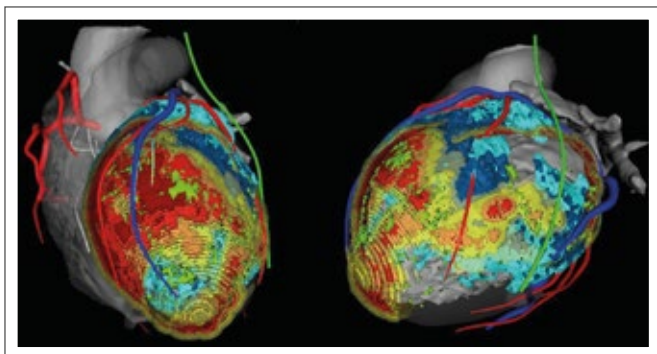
Prä-interventionelle Computertomographie des Herzens nach spezieller Bildbearbeitung mittels MUSIC-Software: Das Narbenareal wird anhand der Myokarddicke definiert und es kommen die relevanten umgebenden Strukturen (Herzgefäße, Nervus phrenicus) zur Darstellung. In Dunkelrot: dichtes Narbenareal. In Gelb: gesundes Gewebe. Die Farbenttransition markiert die Übergangszone von Narbe zum gesunden Gewebe. In Blau: zusätzliche Narbendarstellung bei einer späten Jodaufnahme. Koronararterien in rot und Koronarvenen in blau, Nervus phrenicus in grün markiert. Linkes Bild: modifiziert LAO; rechtes Bild: postero-laterale Ansicht.
